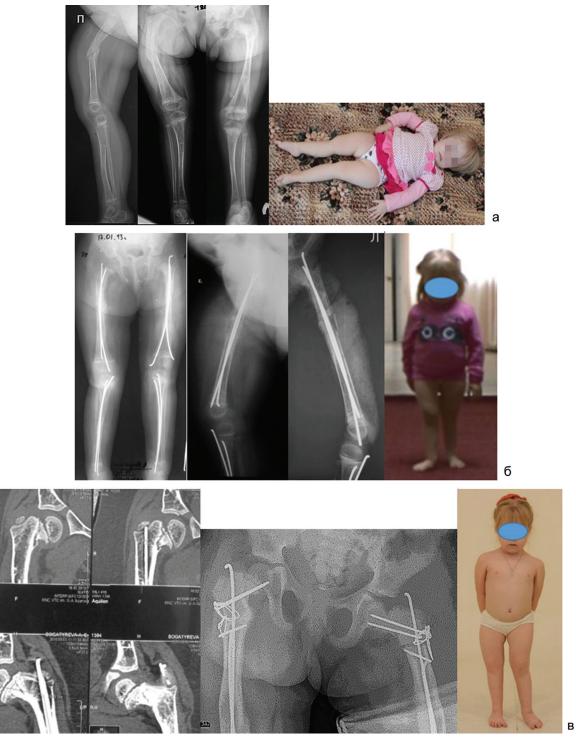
Пациентка Б., IV тип несовершенного остеогенеза: а – рентгенограммы нижних конечностей и фото ребенка до операции, отсутствие навыков прямостояния и ходьбы; б – рентгенограммы нижних конечностей после коррекции деформаций и выполнения интрамедуллярного армирования, четко видна ретроверсия шеек бедер на боковых проекциях, что и объясняет позицию стоя с наружной ориентацией стоп и коленных суставов; в – этап коррекции варусных деформаций и ложных суставов шеек бедер, когда и была устранена торсионная деформация бедренных костей, при самостоятельной вертикальной позиции ориентация стоп правильная
